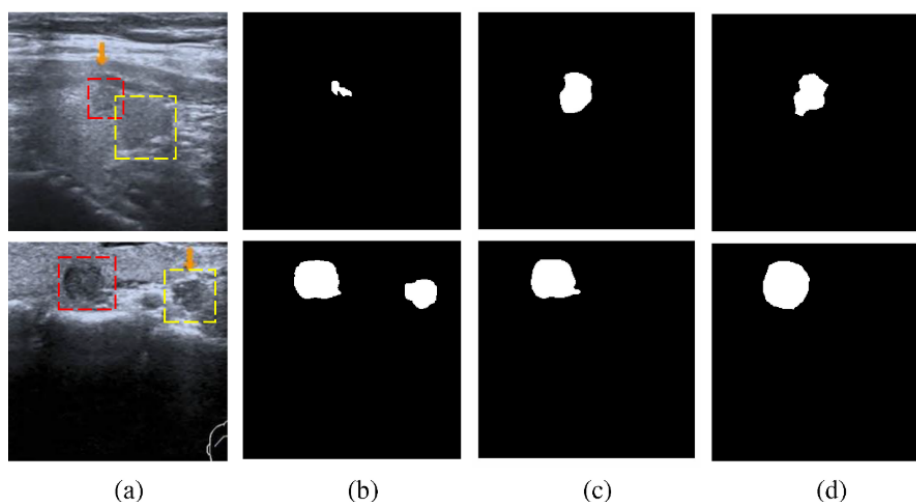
大多数分割模型的挑战是在图像中辨别恶性甲状腺结节和正常人体组织。(a)恶性甲状腺结节超声图像，其中黄色虚线框代表正常组织，红色虚线框是恶性甲状腺结节；(b) 为 U-Net 的分割结果；(c) 为 DMU-Net 分割结果；(d) 标签
